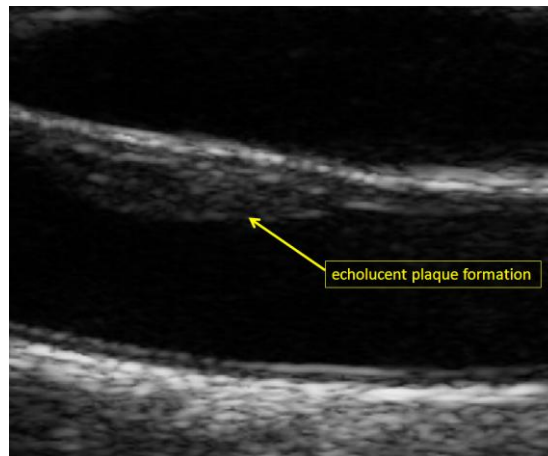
Imagen de ecografía de la arteria carótida común en modo B izquierda y modo M derecha⁽⁸⁸⁾
